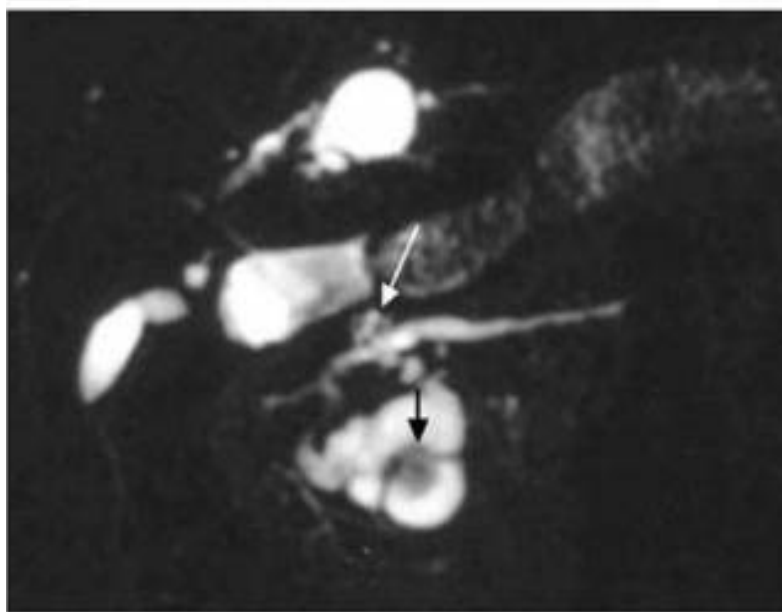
IRM section showing multiple cysts, some of which are branches of a secondary canal TIPMP.
